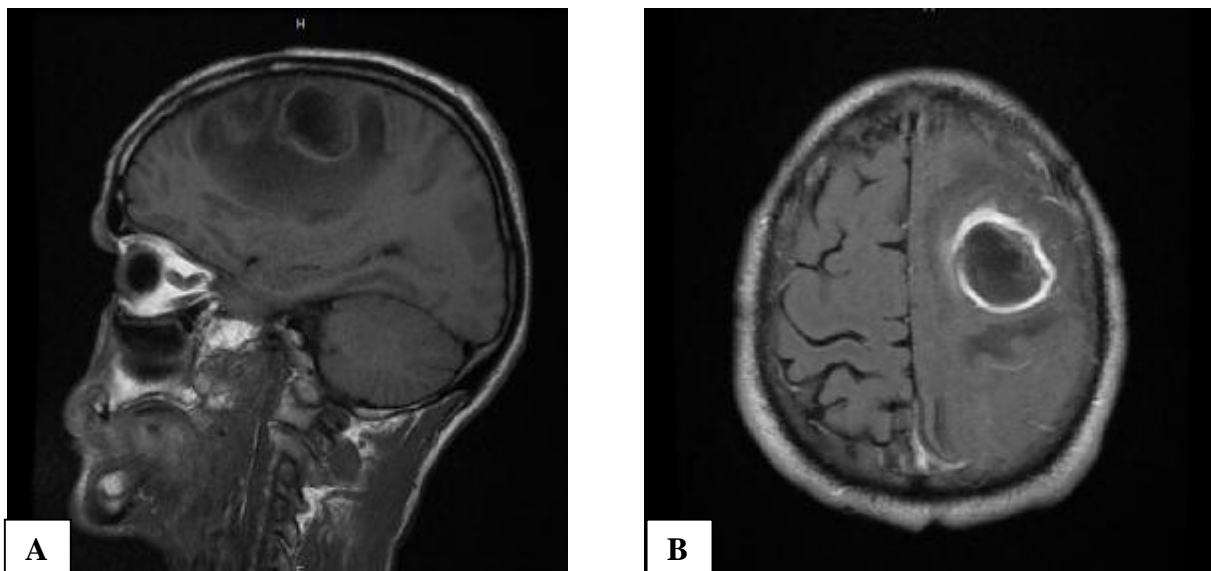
(patient de la figure 59) : IRM cérébrale : encapsulation précoce
